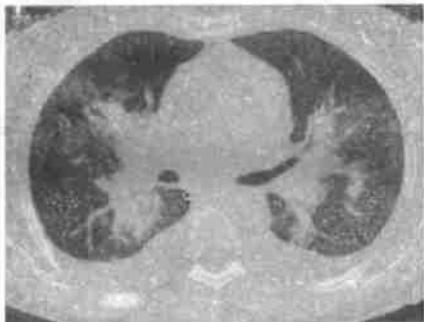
肺门周围型 Kaposi 肉瘤(CT):肺门周围密度增强块状影,伴线状分界和支气管周围浸润。未见增大的淋巴结,见双侧胸腔积液。
